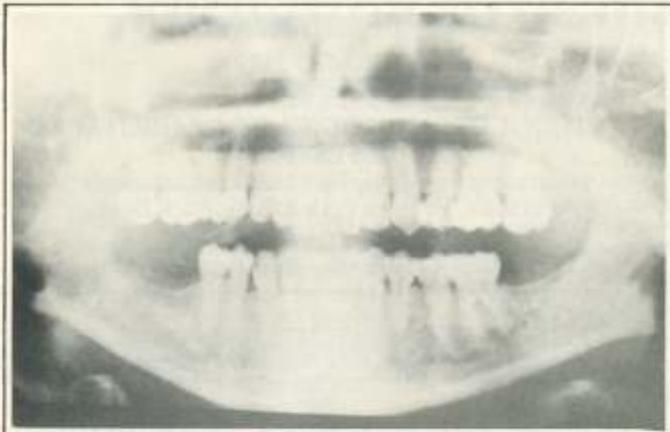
Radiografia panorâmica evidenciando a lesão
